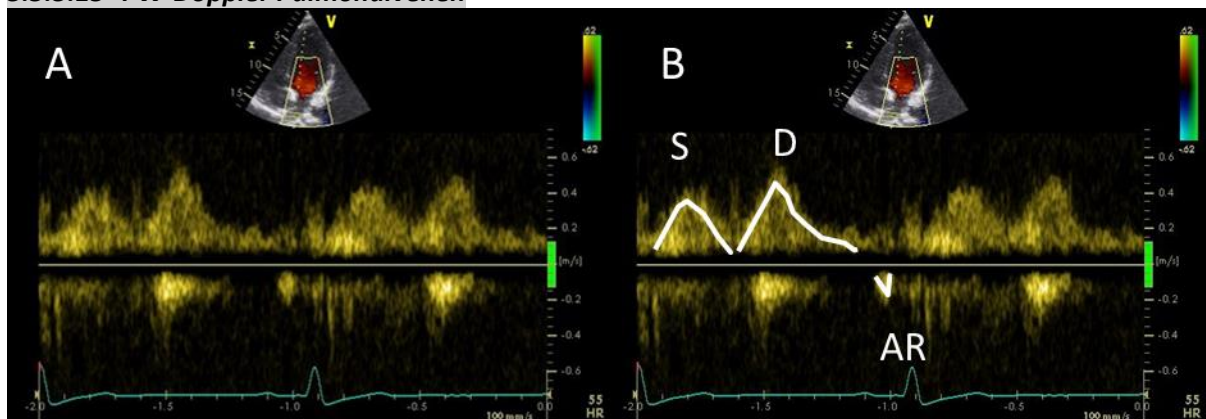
PW Doppler Pulmonalvenen (A) und Messung PW-Doppler Pulmonalvenen (B)
